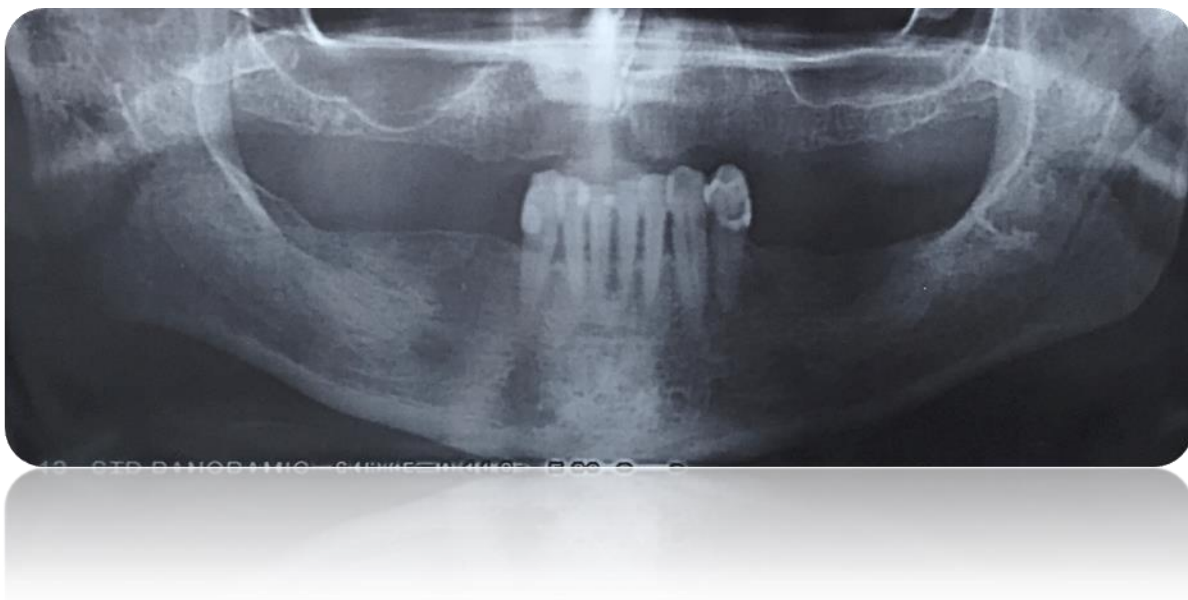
Ортопантомограмма челюстей пациентки Т-вой (группа №2).
